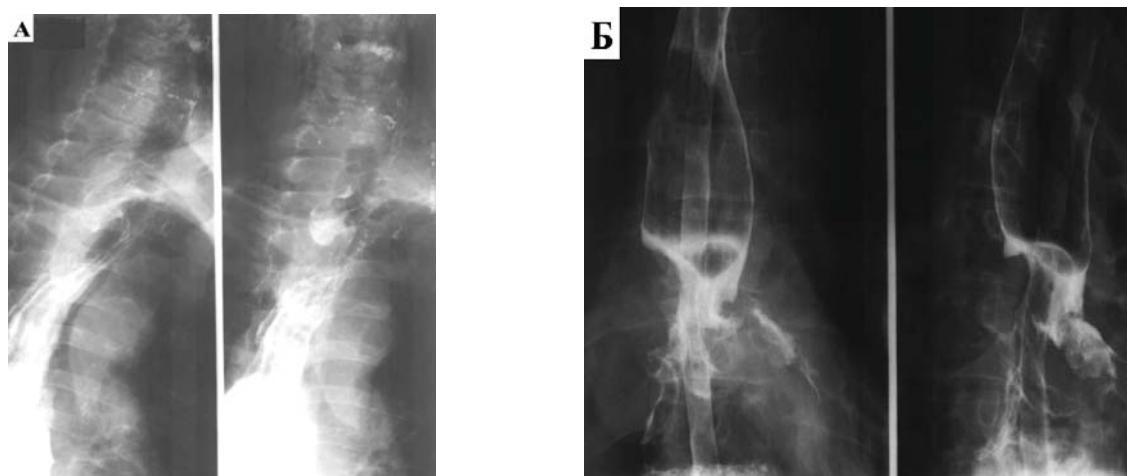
Рентгеноконтрастное исследование пищевода. Выход контрастного вещества за пределы пищеводного анастомоза в средостение в виде: А – «кармана», Б – «остроконечного выступа»
